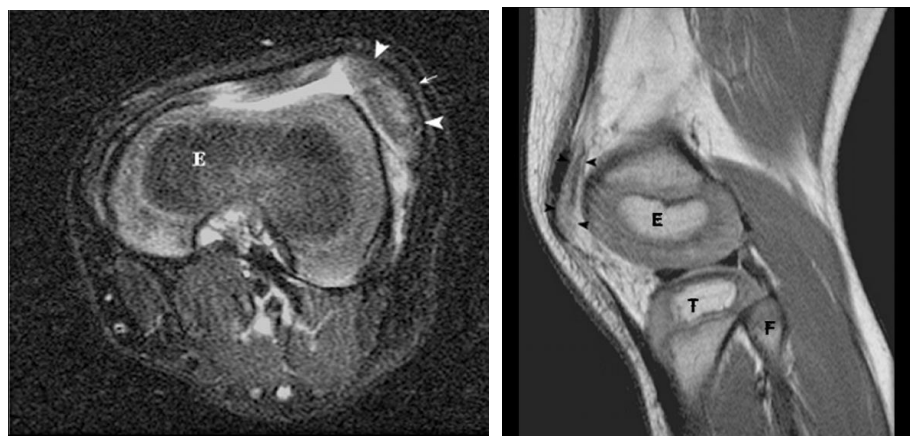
МРТ-срезы (аксиальные и сагиттальные) показывают смещение надколенника, изменения в структурах мягких тканей и возможные вторичные признаки нестабильности сустава.
